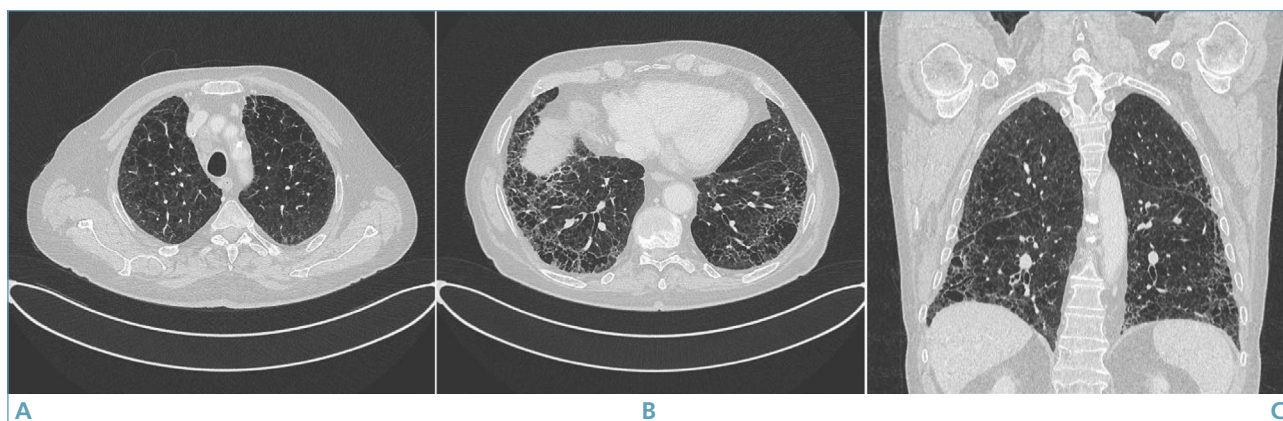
Fibrosi polmonare in combinazione con enfisema, CPFE (A-C). Le immagini HRCT assiali a livello degli apici (A) e delle basi polmonari (B), mostrano alterazioni enfisematose bilaterali con prevalenza ai lobi superiori (A), mentre in sede basale (B) sono visibili opacità reticolari e bronchiectasie da trazione. La ricostruzione coronale (C) evidenzia la distribuzione delle alterazioni enfisematose, prevalenti in sede medio-apicale, e fibrotiche, in sede basale.
